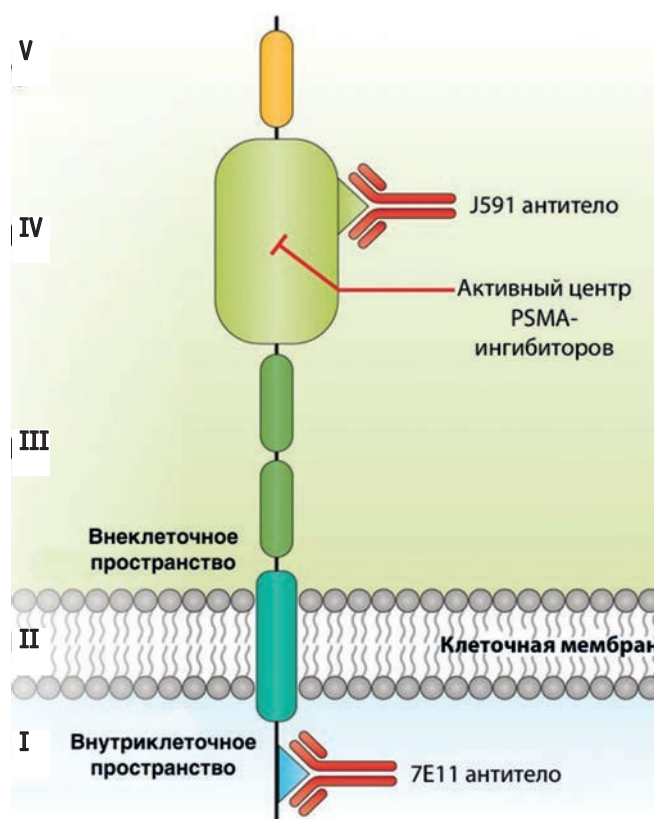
Структура простат-специфического мембранного антигена (PSMA), его сайтов связывания с лигандами-ингибиторами и наиболее часто используемыми антителами.
